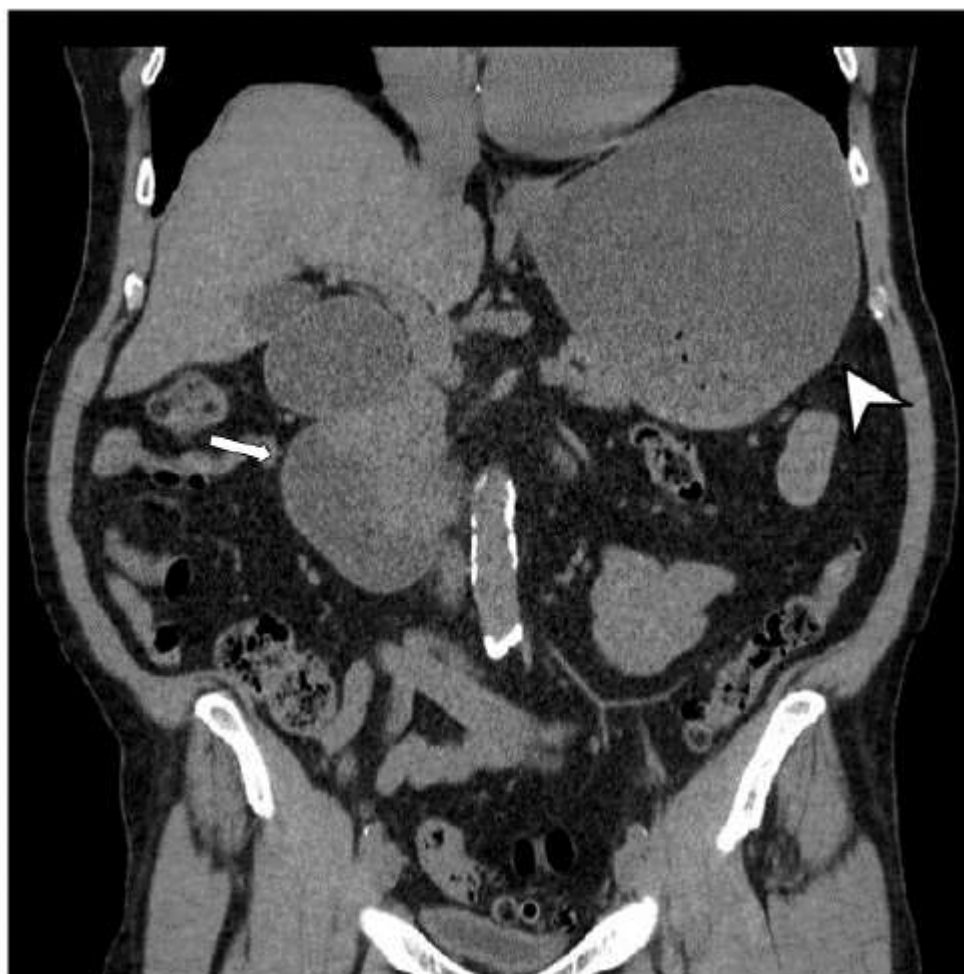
Obstrução mecânica de duodeno devido a câncer na cabeça do pâncreas (seta) ocasionando dilatação de estômago (cabeça da seta) em TC com reconstrução no plano coronal.
